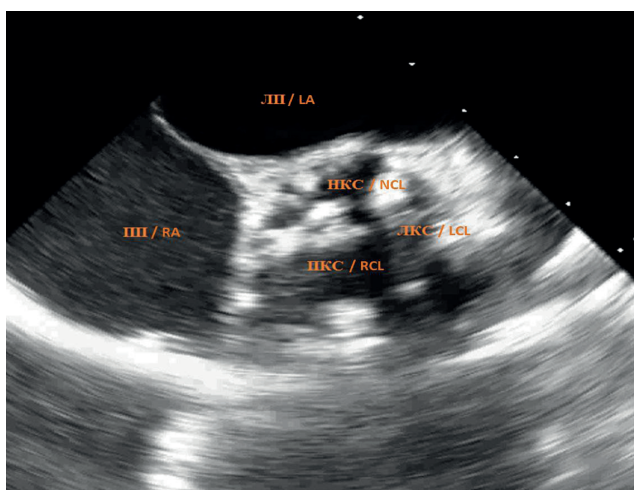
Чреспищеводная эхокардиографическая картина аортального клапана до оперативного вмешательства. Вид из парастеральной короткой оси. ПКС – правая коронарная створка. ЛКС – левая коронарная створка. НКС – некоронарная створка. ПП – правое предсердие. ЛП – левое предсердие.
